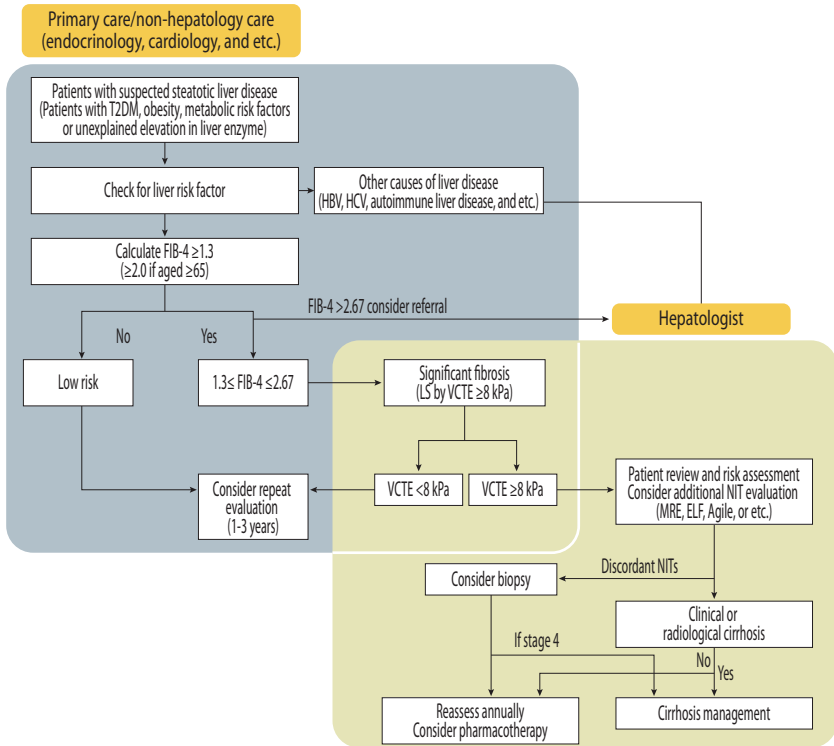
비알코올 지방간질환 환자의 고위험군 선별을 위한 알고리즘. T2DM, type 2 diabetes mellitus; HBV, hepatitis B virus; HCV, hepatitis C virus; FIB-4, Fibrosis-4 index; VCTE, vibration-controlled transient elastography, LS, liver stiffness; MRE, magnetic resonance elastography; ELF, enhanced liver fibrosis; NITs, non-invasive tests.
